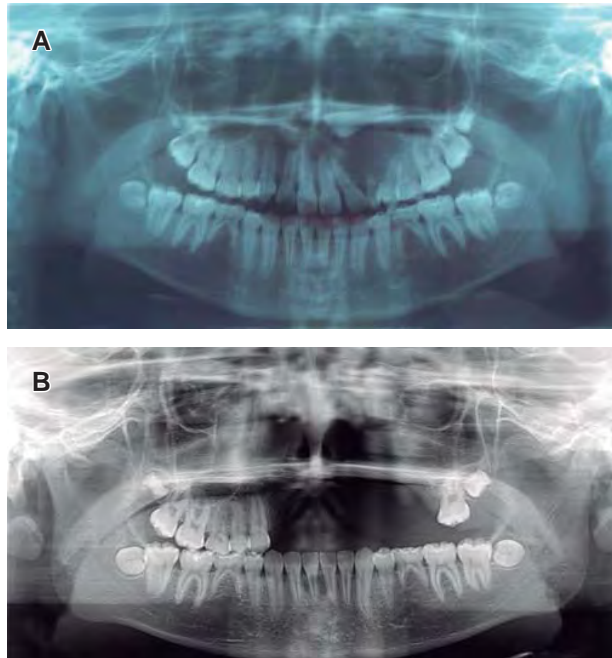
A) Ortopantomografía inicial donde se observa lesión radiolúcida unilocular con bordes poco definidos, que abarca desde incisivos centrales superiores hasta segundo molar decíduo, superiormente por debajo de reborde orbitario inferior, medialmente hasta septum nasal con ausencia de premolares permanentes y con canino superior izquierdo retenido sobre la lesión. Canino decíduo presente B) Ortopantomografía de control a un año de evolución en la cual no se observan datos de recidiva de la lesión, con ausencia desde incisivo lateral superior del lado derecho hasta primer molar superior izquierdo.
